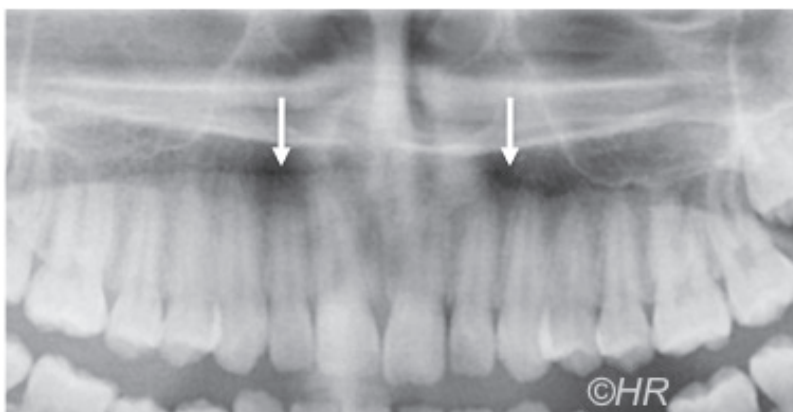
Radiographie des fossettes latérales
